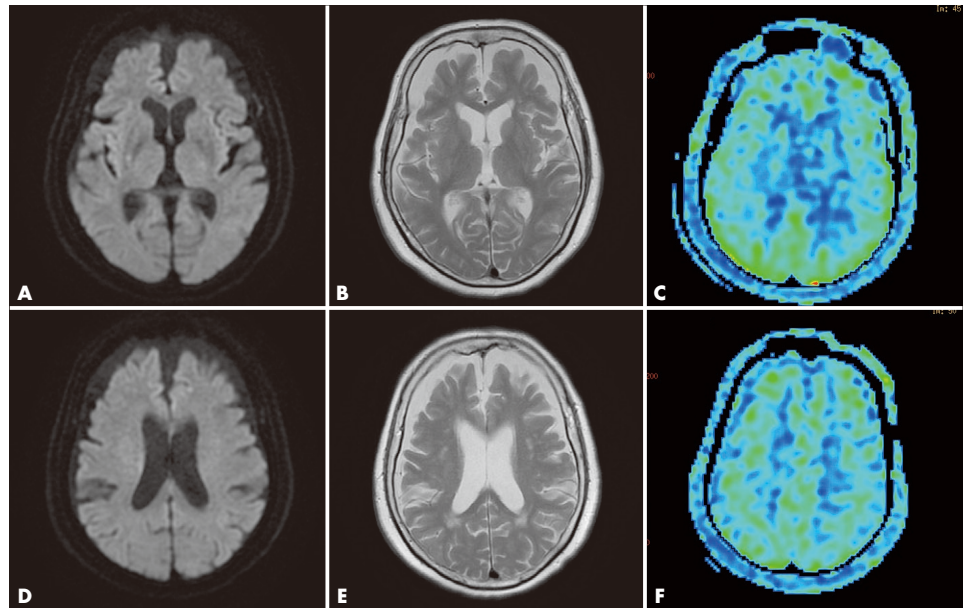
術後MRI (A and D, 拡散強調画像; B and E, T2強調画像; C and F, ASL画像): 脳実質に明らかな新規異常所見は認められない。ASL画像上、脳血流に明らかな左右差は認められない。
